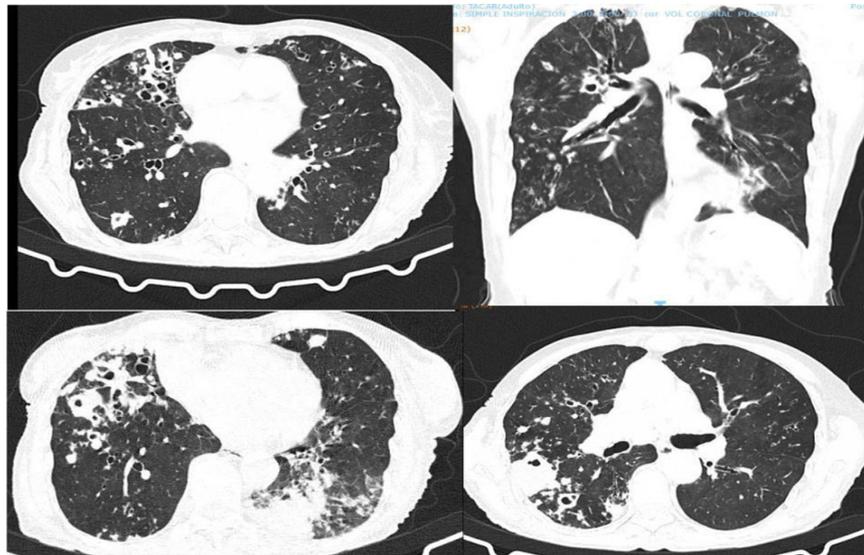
Tomografía simple de tórax, ventana axial y coronal: bronquiectasias cilíndricas y saculares en todos los lóbulos con predominio del hemitórax derecho. Varias cavitaciones con mayor evidencia hacia la región superior del lóbulo inferior derecho: cavitación de 21 mm, adicionalmente zona de consolidación segmento posterior del lóbulo superior derecho con pequeña cavitación de 21 mm, opacidades en árbol en gemación con tendencia a confluir. con pequeña cavitación de 21 mm, opacidades en árbol en gemación con tendencia a confluir.
